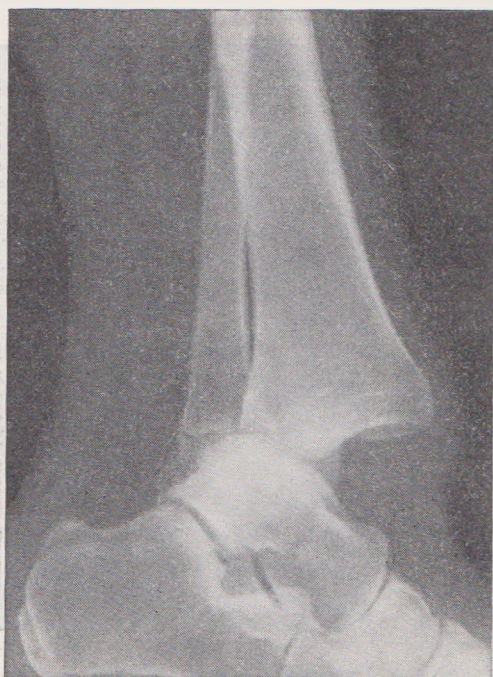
Рентгенограмма заднего вывиха в голеностопном суставе.
